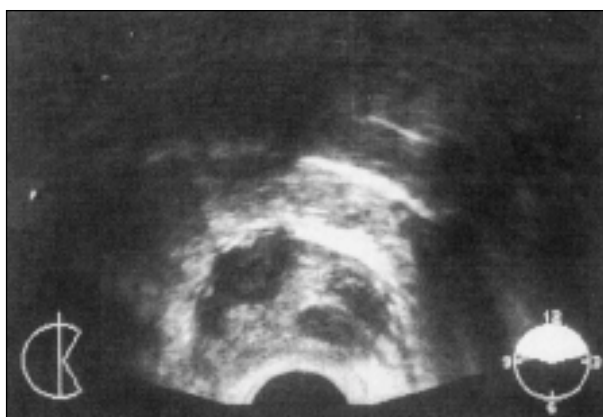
Ecografía TRUS, que muestra zonas hipoeoicas en ambos lóbulos prostáticos, morfológicamente sospechosos de CAP. La biopsia demostró tratarse de granulomas epitelioides secundarios a tratamiento con BCG: prostatitis granulomatosa.
